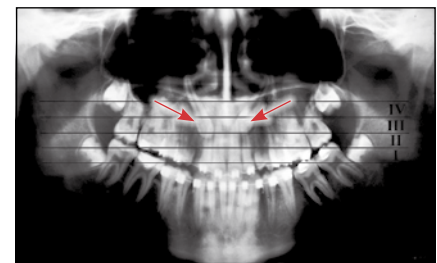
Ортопантомограмма пациентки А., 14 лет до ортодонтического лечения. Ретенция зубов 1.3, 2.3 (II-III уровни расположения по Жигурту)
